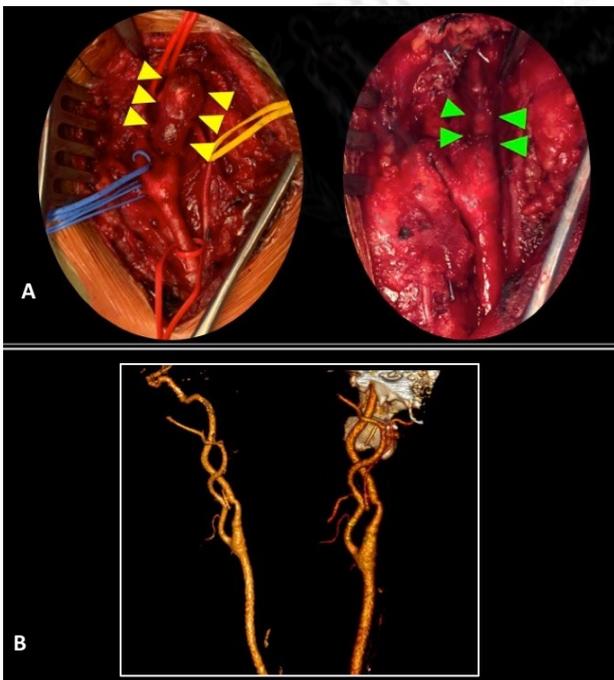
A. A la izquierda: bifurcación carotídea, con flechas que señalan el aneurisma ACI. A la derecha: resultado tras extracción del aneurisma y sutura termino-terminal de ACI. B. Angio-TAC de control al año de la intervención.
